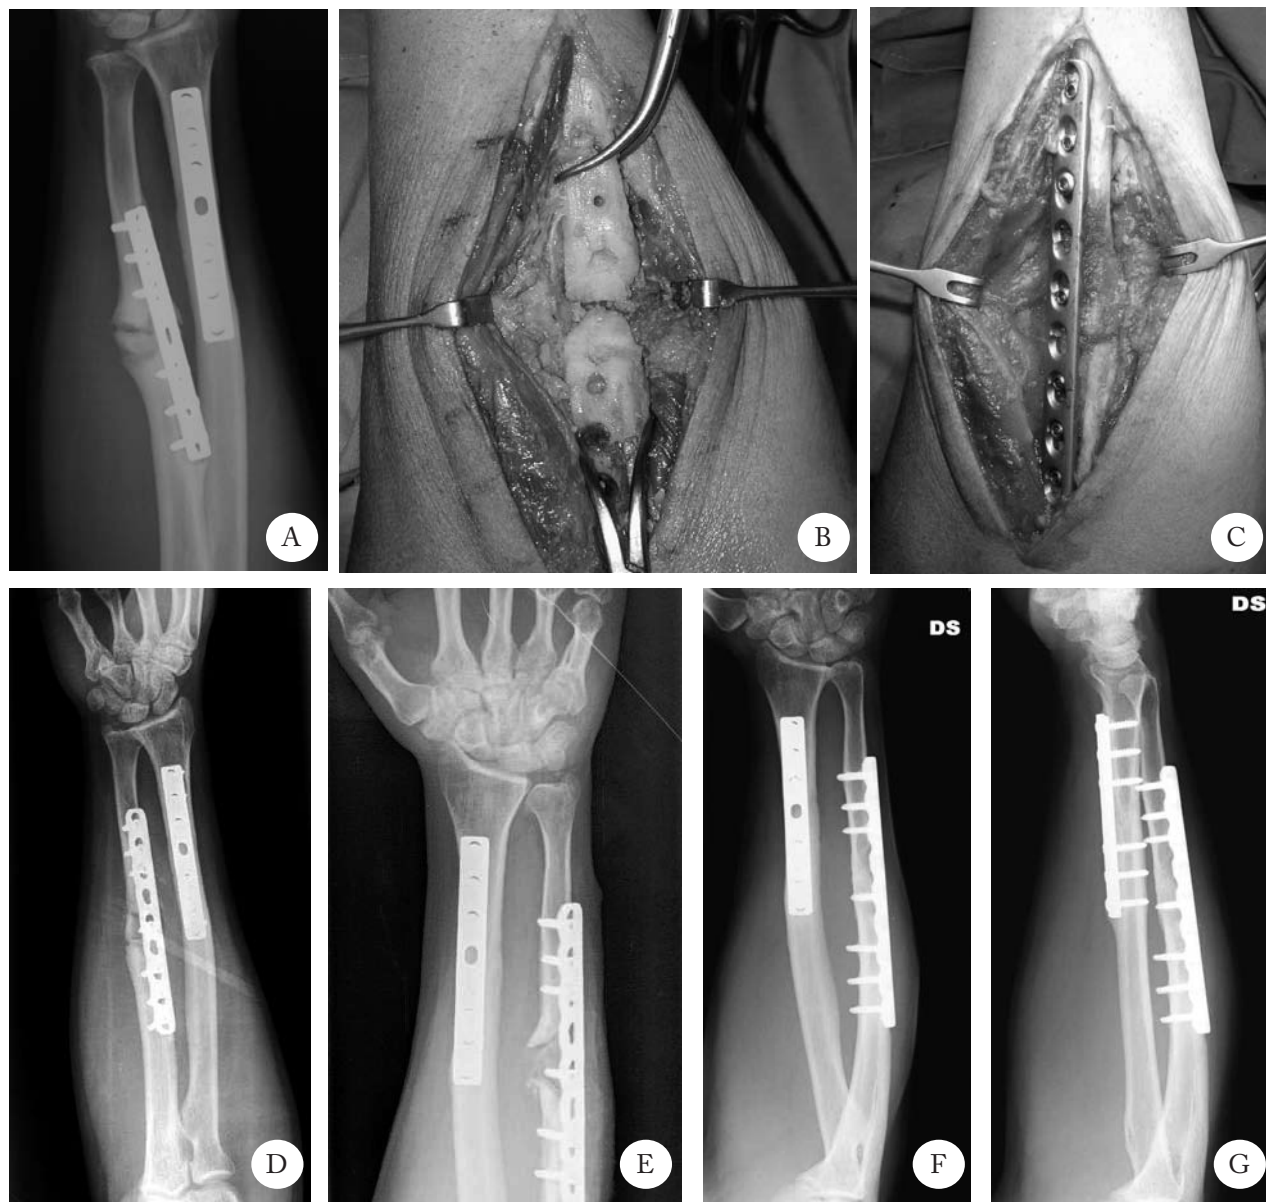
A) Aspetto radiografico di pseudoartrosi atrofica. B, C) Quadro intraoperatorio, dopo pulizia chirurgica con rimozione del focolaio di pseudoartrosi e creazione di un difetto osseo di forma trapezoidale, seguendo la tecnica di Nicoll modificata. Apposizione di un innesto cortico spongioso e sintesi con placca LCP. D, E) Controllo rx postoperatorio. F, G) controllo rx a distanza a consolidazione avvenuta.
